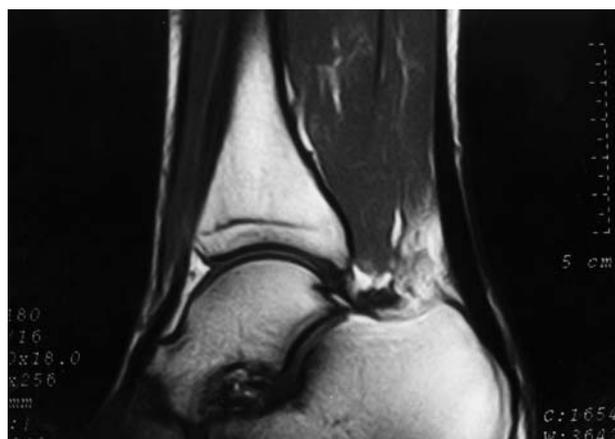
RM del tobillo de un paciente portador de un músculo sóleo accesorio, cuya inserción alcanza el borde superior del calcáneo por medio del vientre muscular.
